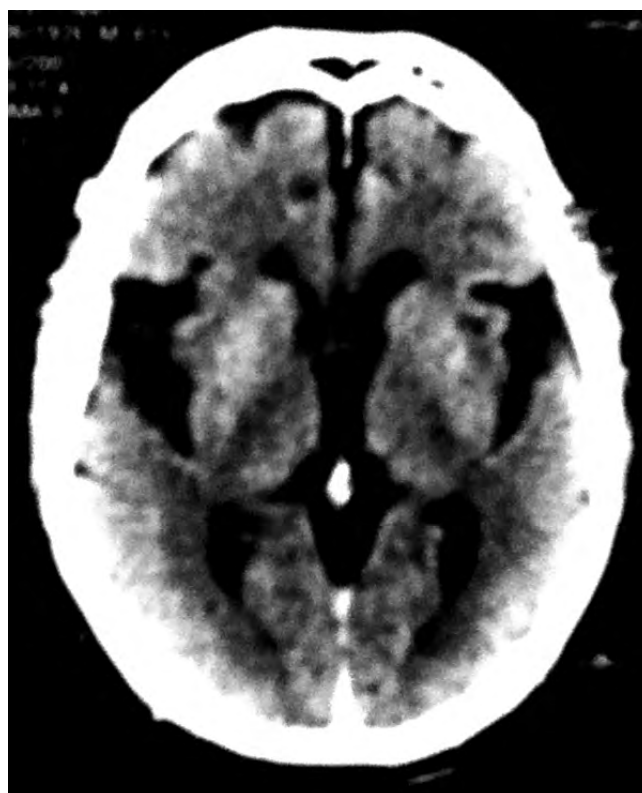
Tomografía axial computarizada de un paciente con AMS probable mostrando surcos centrales profundos, leve dilatación del tercer y parte del cuarto ventrículo así como hiperdensidad del estriado.
